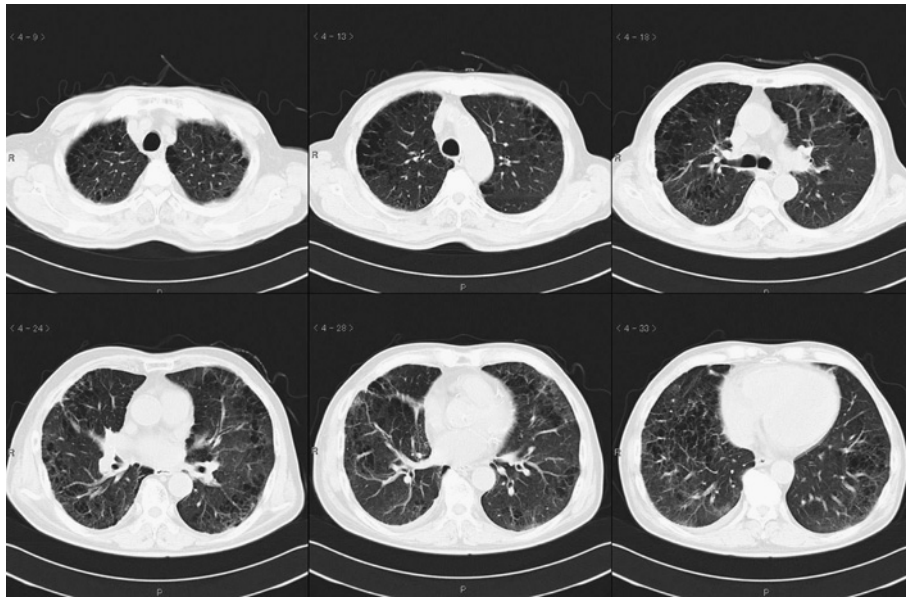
Chest CT, demonstrating emphysematous changes.
